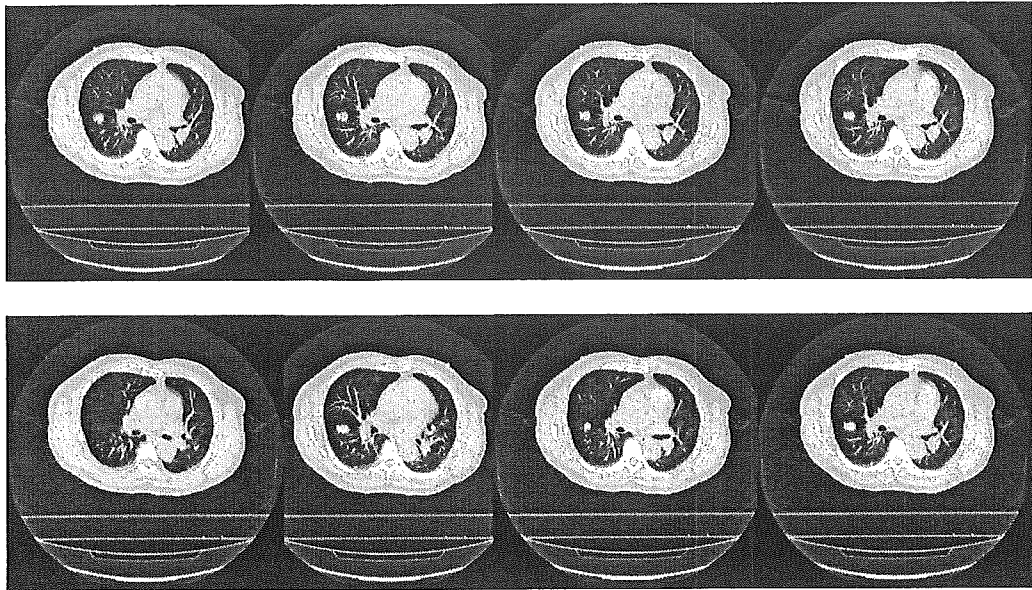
吸気(下)および呼気(上)時における腫瘍中心位置におけるCT画像
